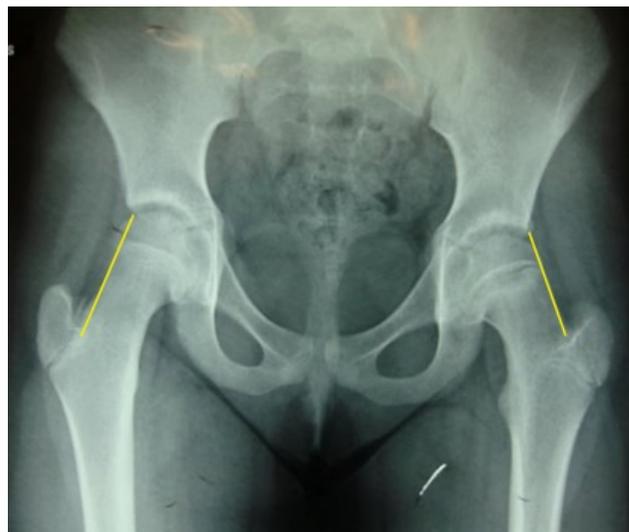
Radiografía AP de pelvis, en la cadera izquierda se observa que la línea de Klein (línea que se extiende hacia la cabeza femoral desde el cuello femoral) no se cruza con la epífisis lateral de la cabeza femoral, lo que confirma un diagnóstico de DEFC. Archivo personal.
